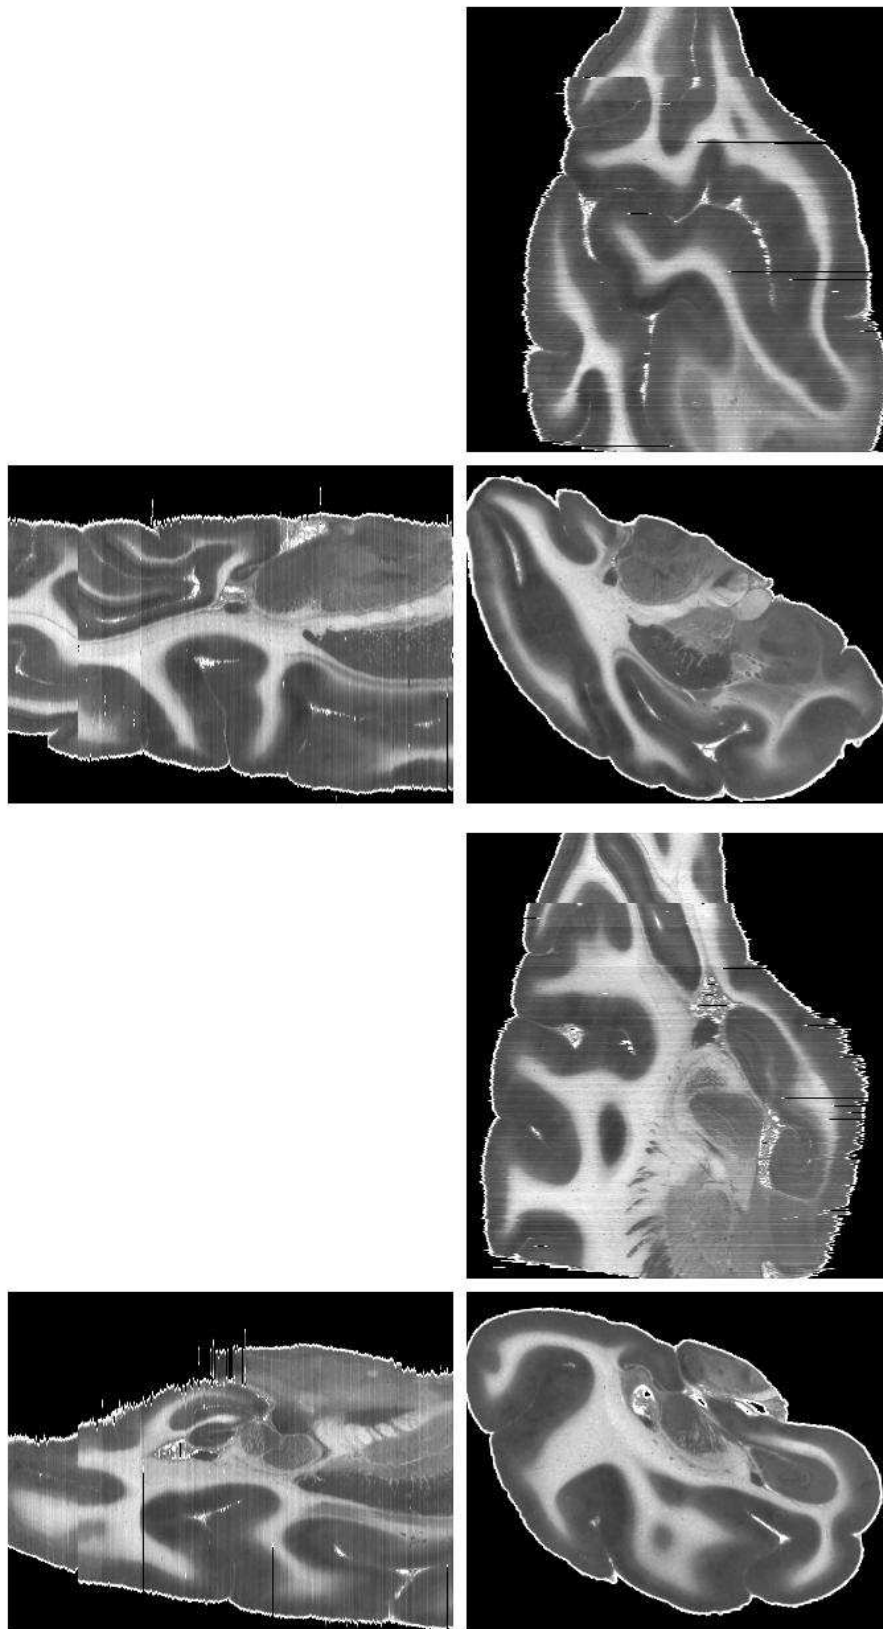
Trois vues orthogonales de l'empilement final des images autoradiographiques de l'hémisphère gauche postérieur marquées au Tritium. En haut : première vue ; en bas : une seconde vue de la même reconstruction.*
